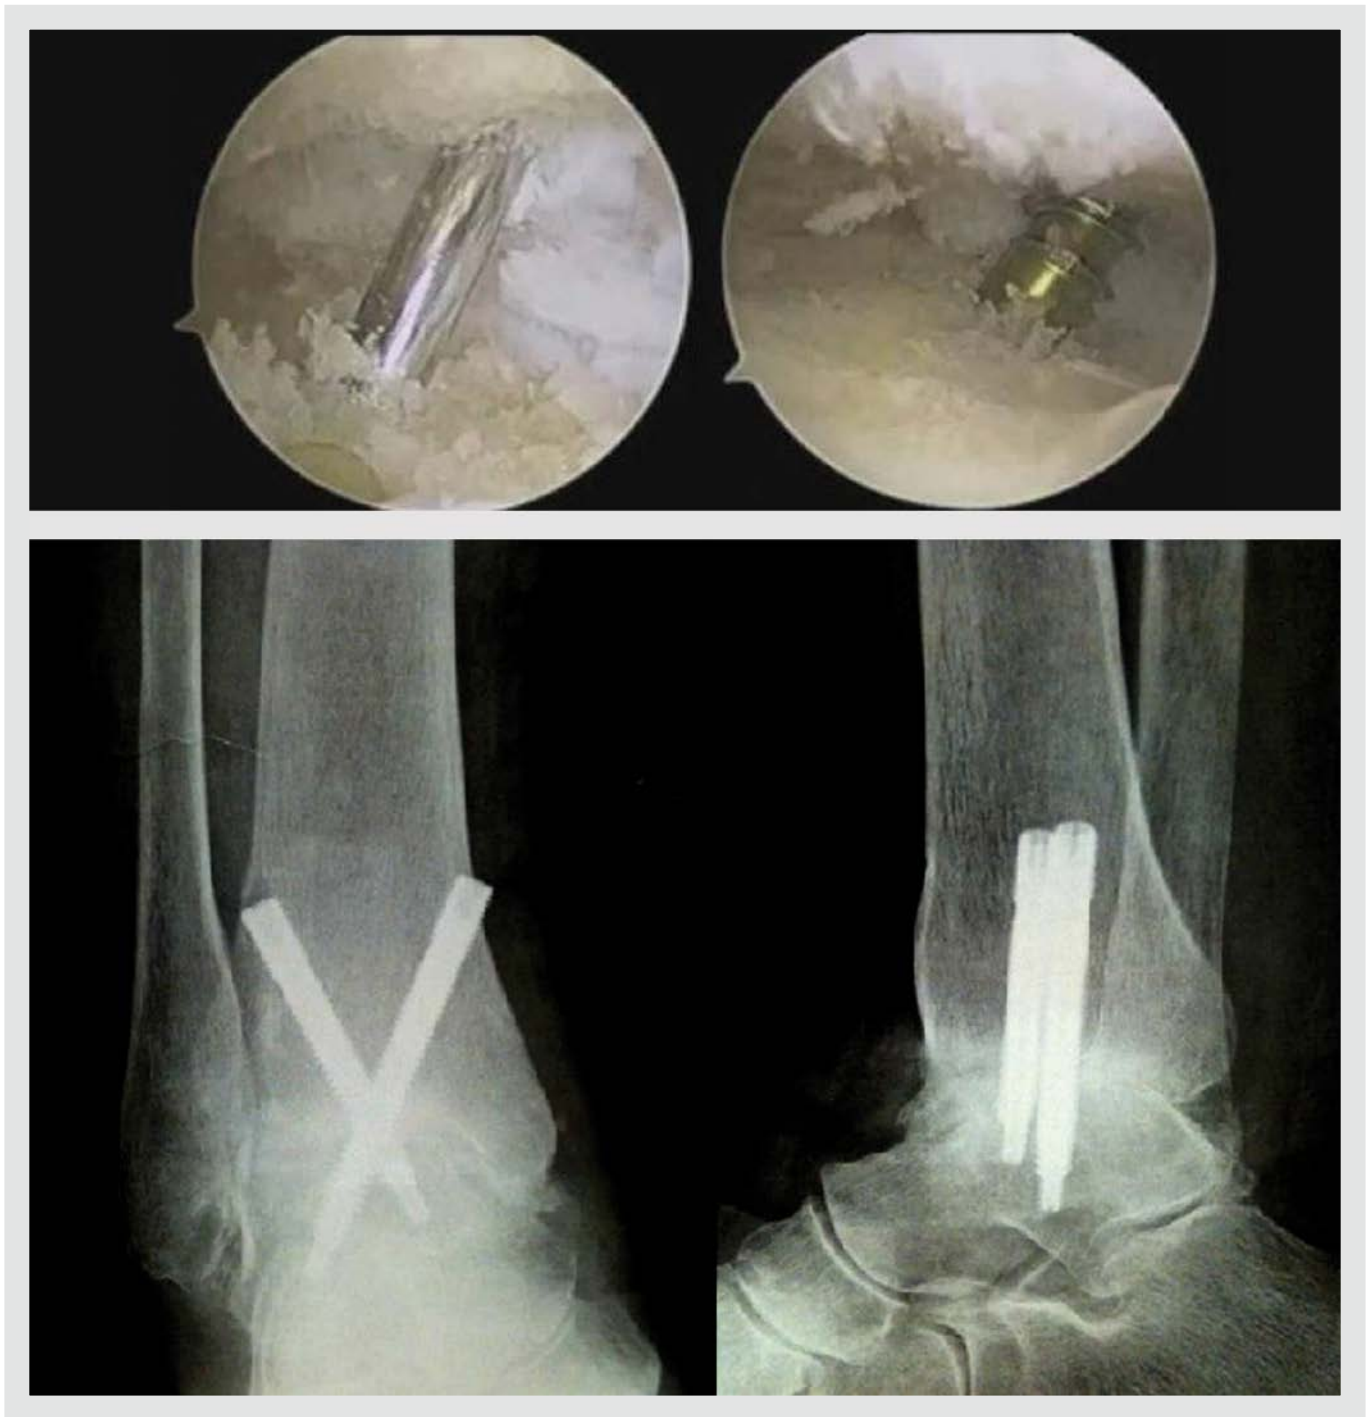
Artrodesis tibioastragalina artroscópica. Preparación de las superficies articulares, desbridamiento del cartílago y fresado del hueso subcondral escleroso. Radiografías anteroposterior y lateral en las que se objetiva la consolidación de la artrodesis.
